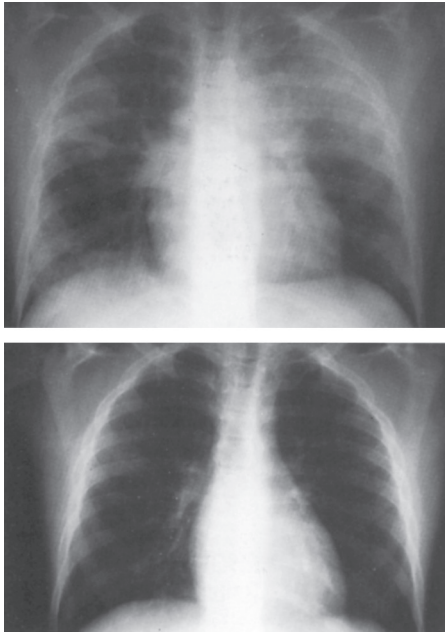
Radiographies pulmonaires d'un sujet présentant un OPHA. En haut : à l'arrivée à l'hôpital de Moutiers, en provenance d'une station de sports d'hiver (2 400 m). En bas : après 2 jours d'hospitalisation.
